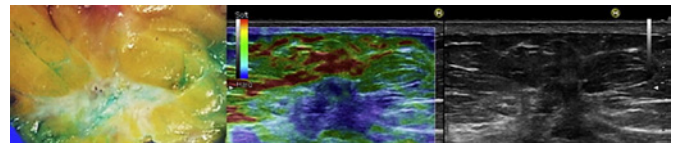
Mujer de 55 años, que presentó una masa espiculada en la mamografía de detección. Se detectó una masa espiculada (longitud máxima de 10 mm) en la imagen de ultrasonido en modo B. El diagnóstico fue de carcinoma ductal invasivo (pT2, pN0, tipo luminal A) mediante biopsia con aguja gruesa. La imagen SE de Hitachi-Aloka está en el centro de la imagen, mientras que la imagen en modo B está a la derecha y la imagen patológica está a la izquierda. El área rígida del SE (área azul) es muy similar al cáncer en la patología macroscópica (área blanca) y es más grande que la masa representada en el modo B8.
